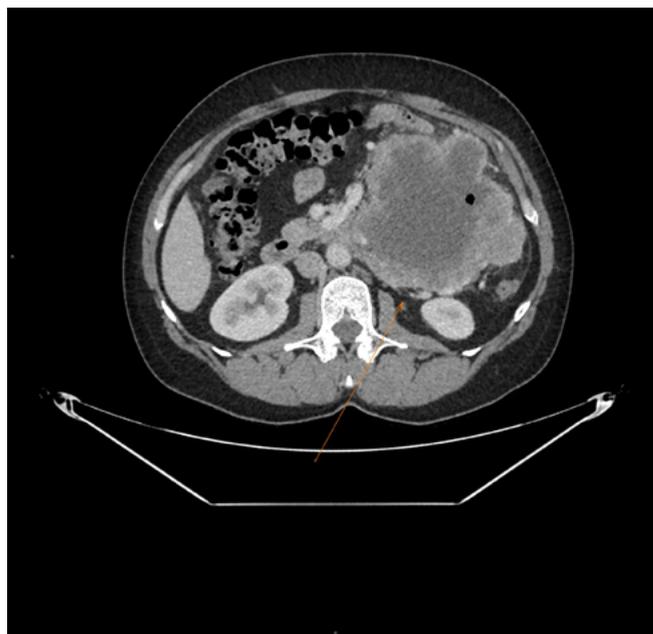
Imagen en corte axial de TC de abdomen, agosto 2023.
